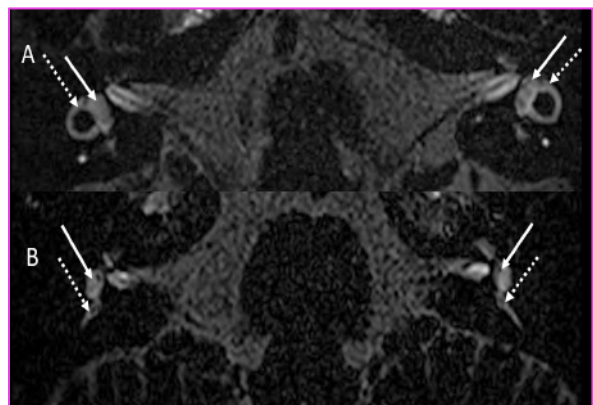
Patiente (femme, 53 ans) présentant un déficit canalaire et utriculaire bilatéral associé à une atélectasie vestibulaire bilatérale sur l'IRM A/ Axiale 3D-FLAIR au niveau de la partie supérieure du vestibule où l'ensemble du canal latéral semi-circulaire est visualisé. L'utricle bilatéral (flèche blanche) et l'ampoule latérale (flèche blanche en pointillé) sont effondrés. B/ 3D-FLAIR axial au niveau de la partie inférieure du vestibule montrant un saccule normal bilatéral (flèche blanche) alors que les ampoules postérieures gauche et droite (flèche en pointillés blancs) sont presque effondrées.
